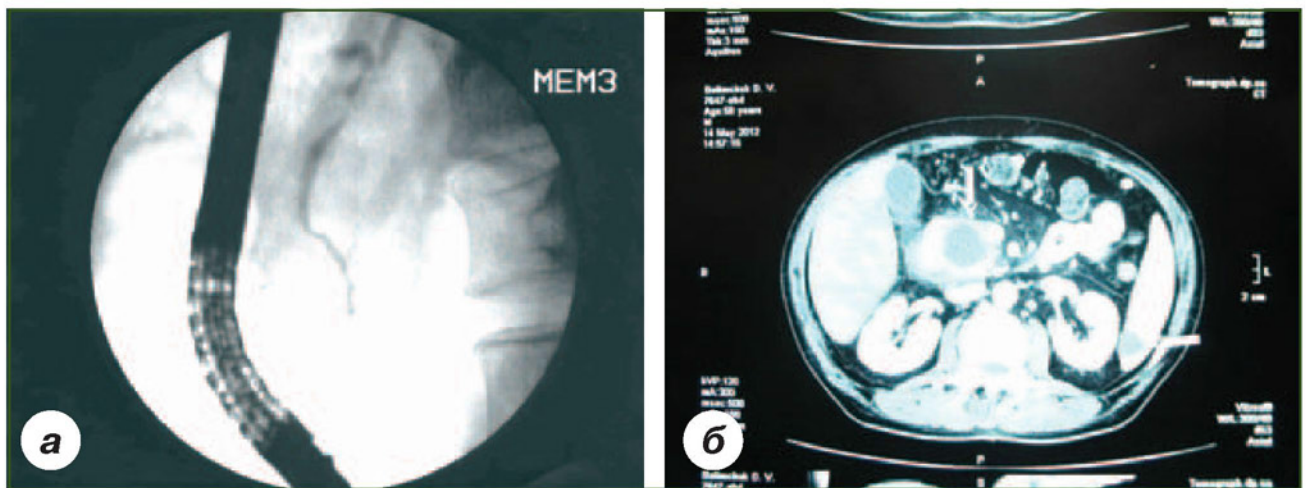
а) ЭРПХГ, вирсунгодилатация с участком сегментарной обструкции у больного с псевдокистой ПЖ; б) КТ того же больного с кистой головки ПЖ
